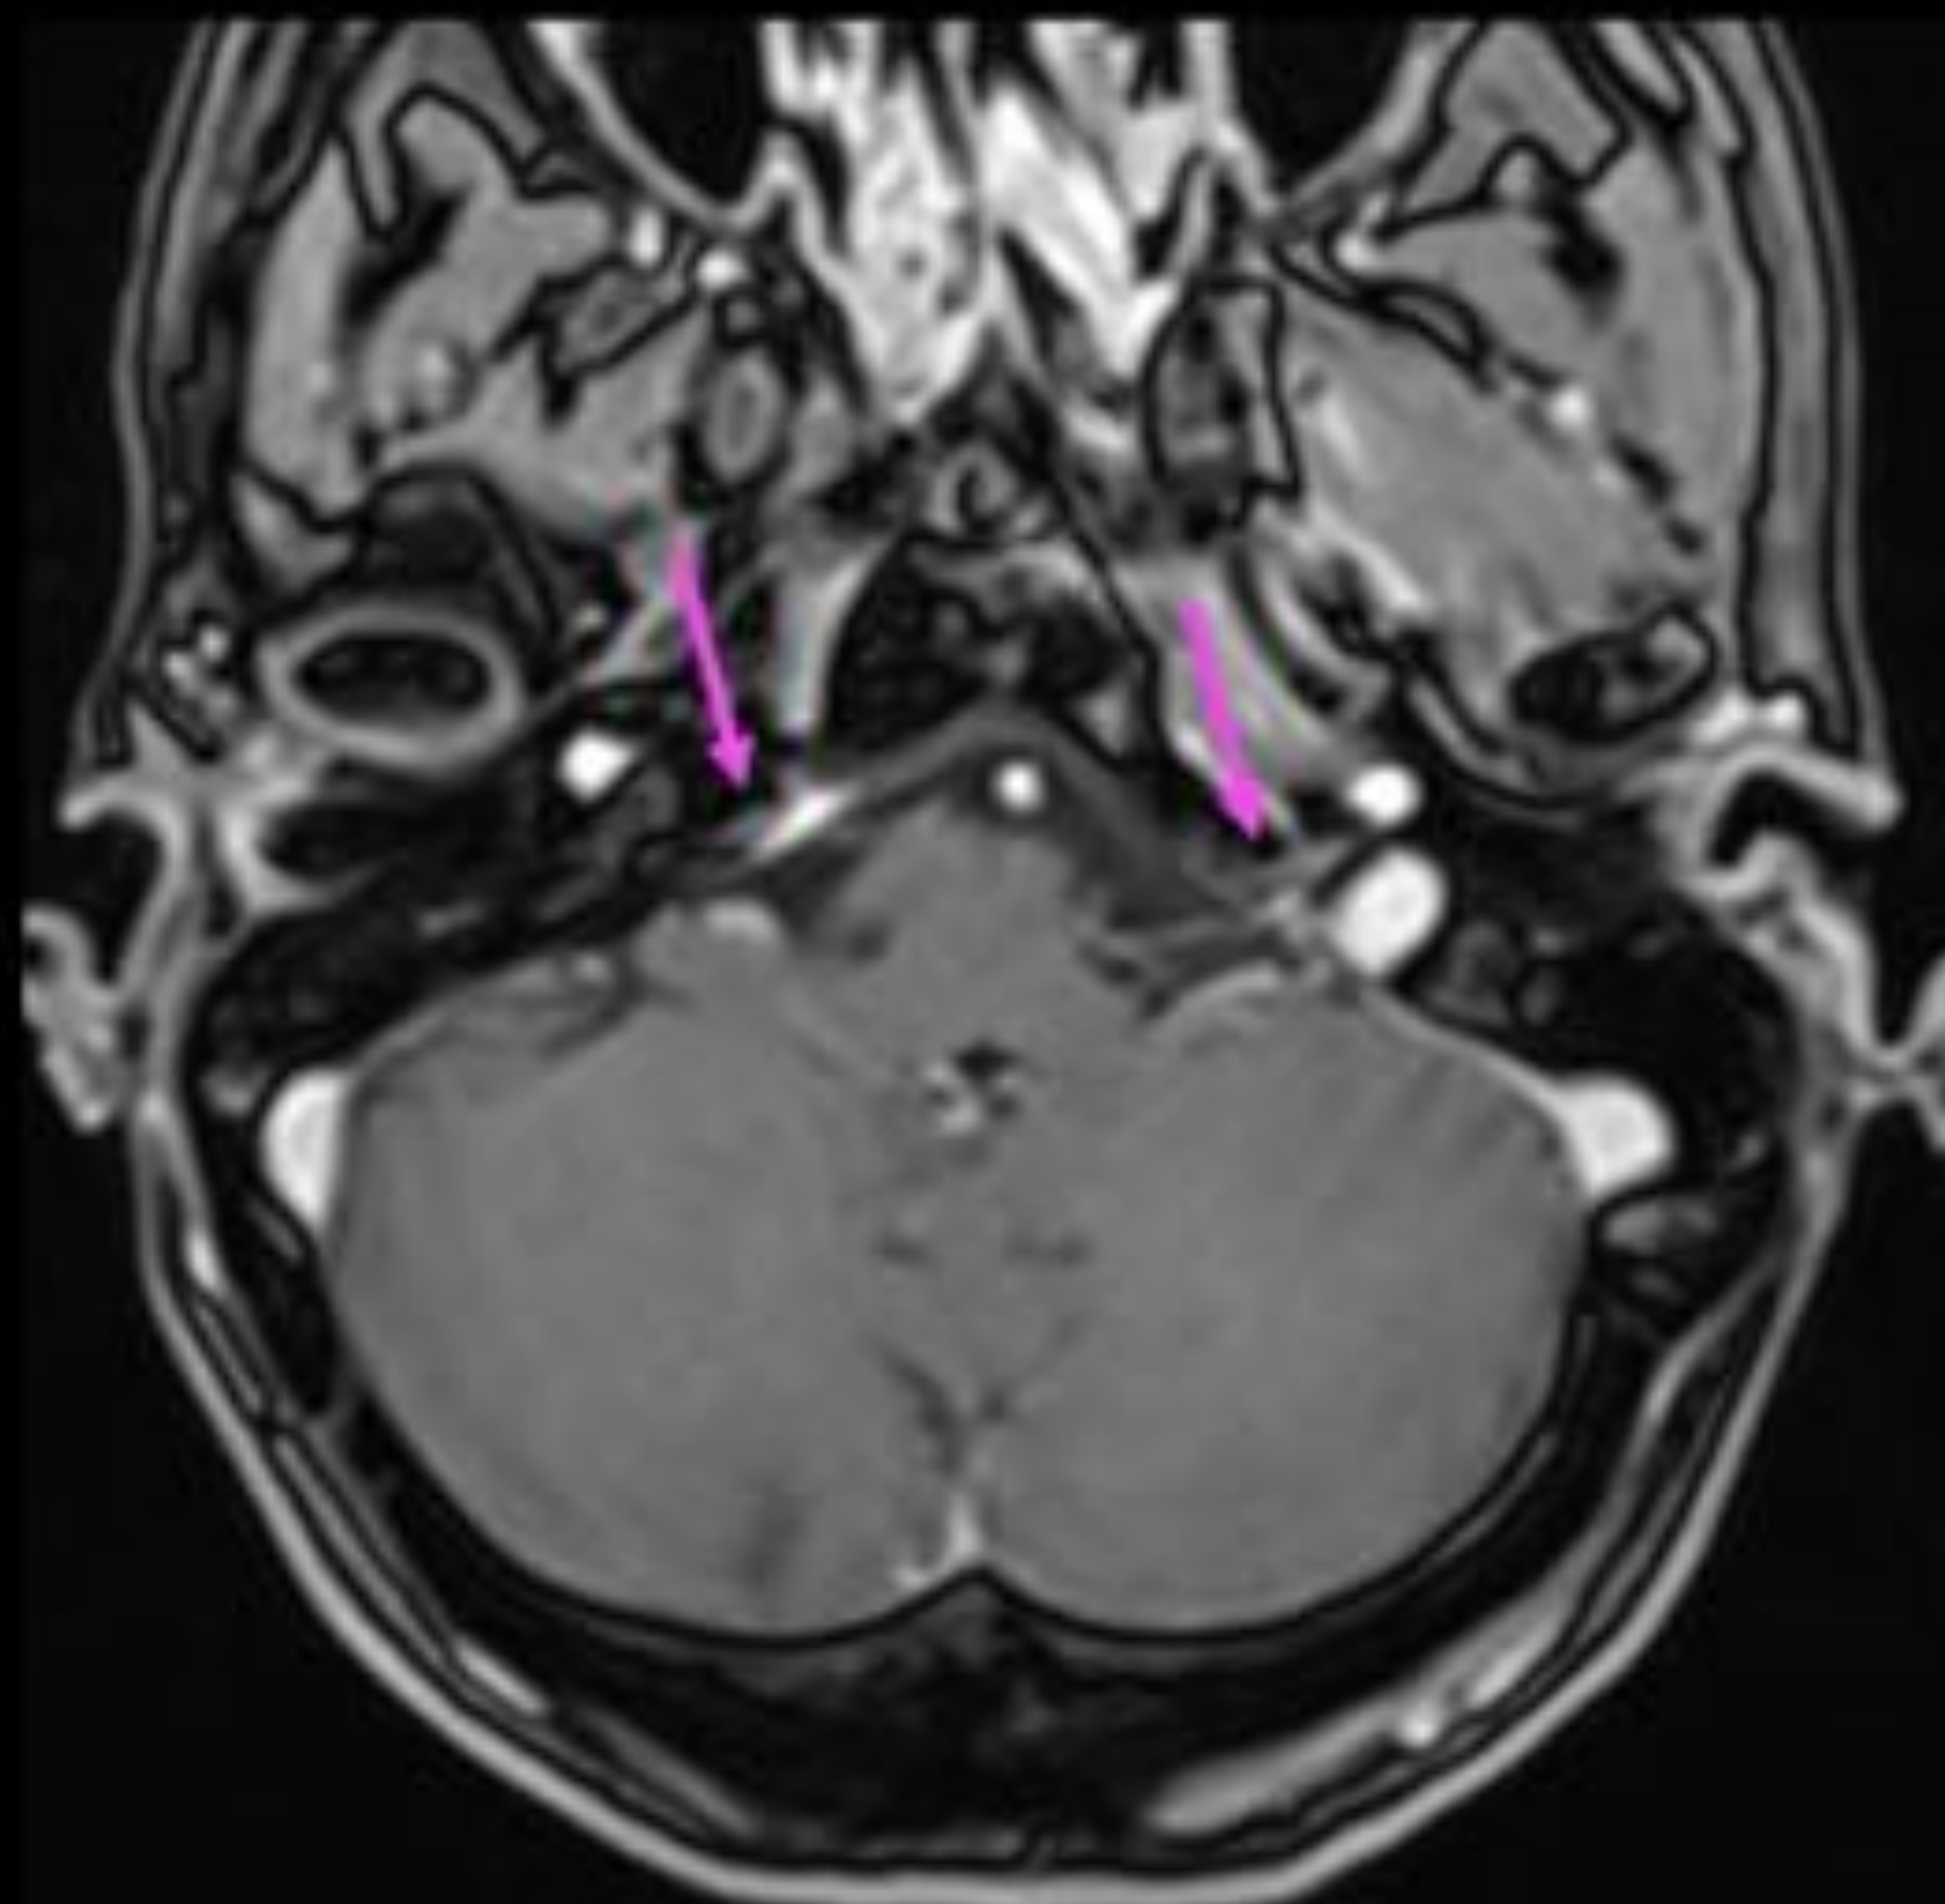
Hombre de 28 años con sarcoidosis torácica conocida y episodios autolimitados de movimientos involuntarios de las cuatro extremidades. A) Radiografía de tórax posteroanterior y B) radiografía de tórax lateral muestran infiltrados pulmonares bilaterales de patrón intersticial reticulonodular con pérdida de volumen en el hemitórax izquierdo, donde también se observa un aumento de tamaño del hilio (flecha verde) y un infiltrado pseudonodular (flecha azul). C) La imagen axial RM potenciada en T1 con gadolinio muestra realce leptomeníngeo (flechas amarillas) en la fosa posterior a nivel de sistema del APC en relación con realce leptomeníngeo por neurosarcoidosis.
